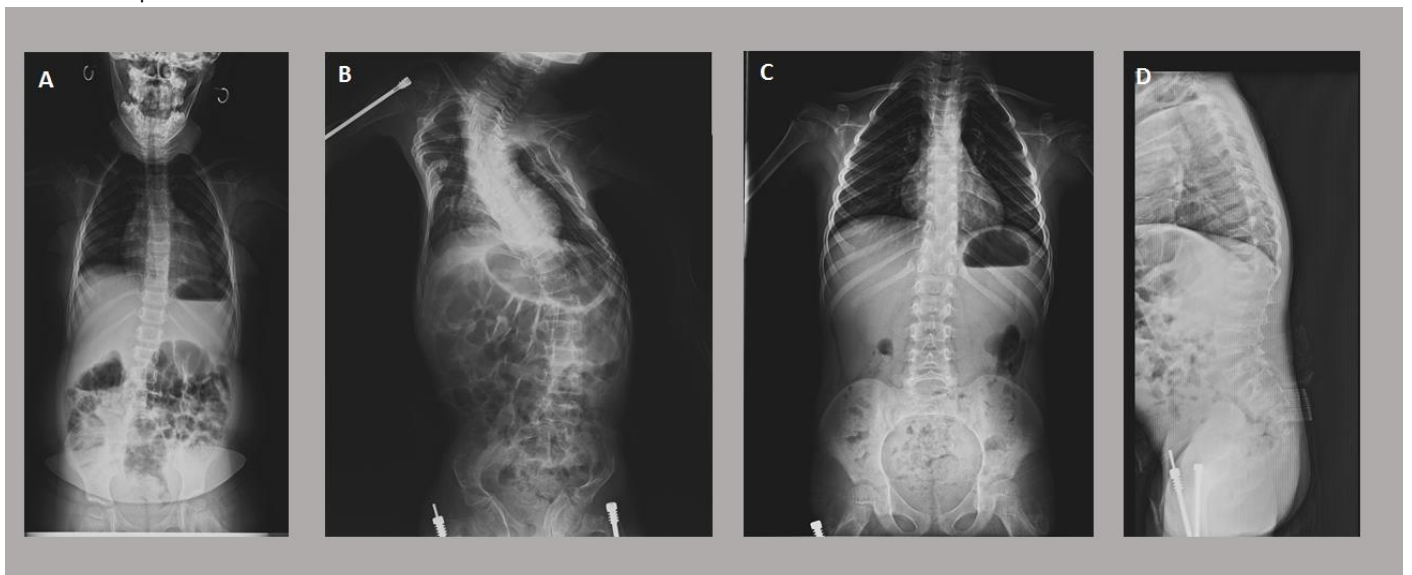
Radiografía de columna vertebral AP donde se observa diversos grados de escoliosis. A: paciente con OI tipo I, B: Paciente con OI tipo III, paciente con OI tipo IV.
